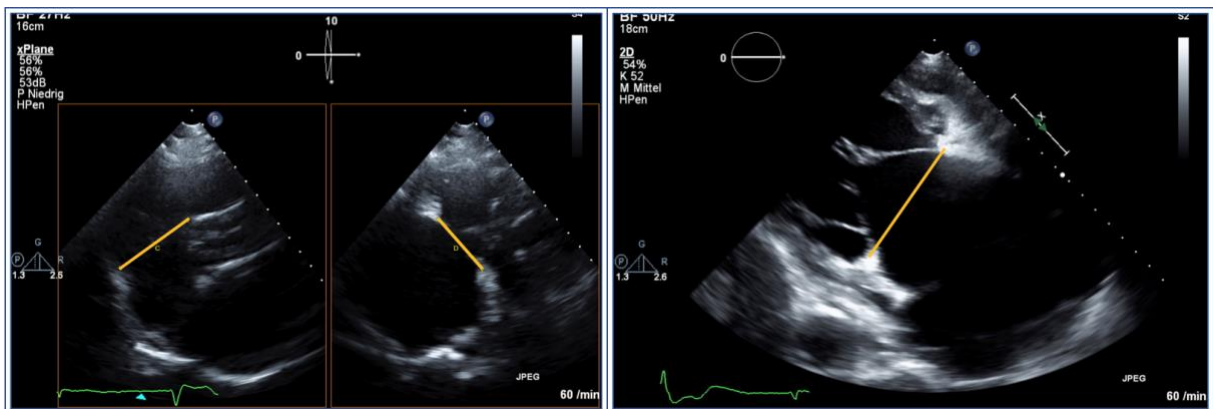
Echokardiographie zweite Ebene des TK-Annulus.
